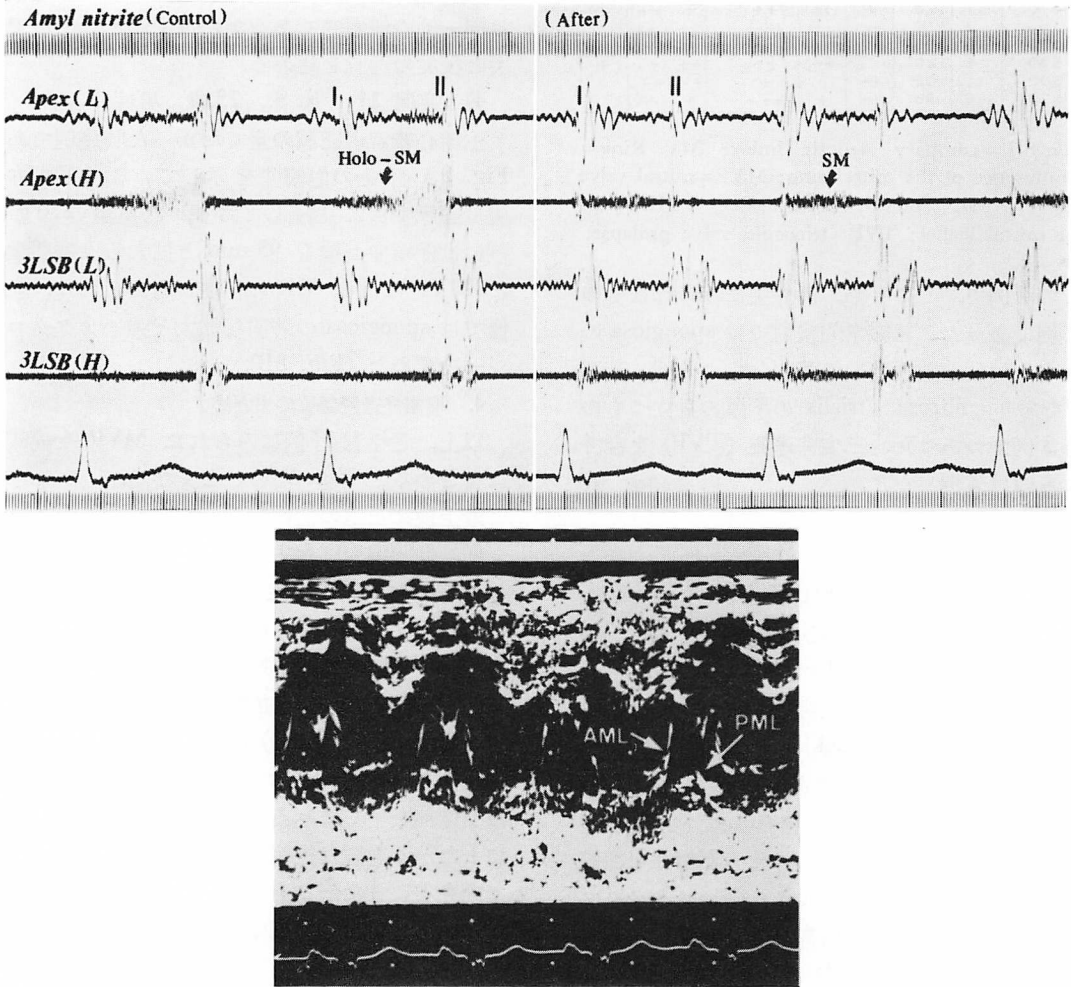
PCG (top) and echocardiogram (bottom) in Case 1 (T. N., 90 yrs, F).
